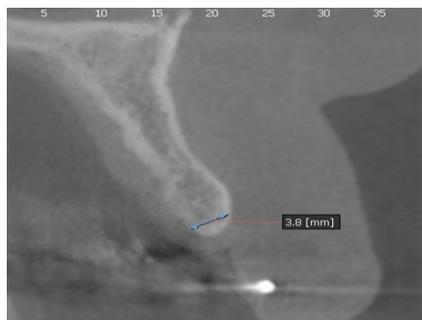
КТ альвеолярного гребня в области зуба 22 до операции.
